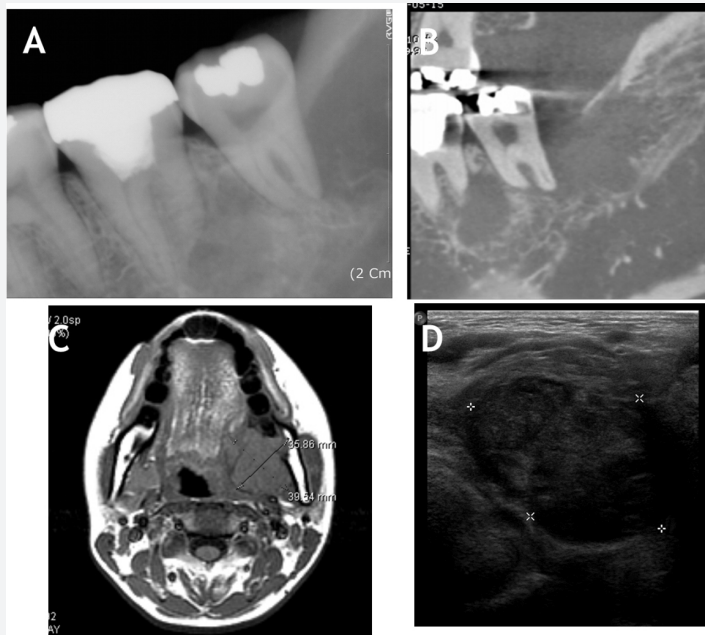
A(구내방사선영상), B(콘빔형전산화단층영상) ; #37,38 치근주위로 경계가 불명료한 방사선 투과상을 보인다. C: T1강조 자기공명영상에서 좌측 악하선부위에서 내측으로 확장되고 하악골을 침습한 된 연조직종괴가 관찰된다. D: 초음파영상에서 주변조직과 경계가 불명료하고 내부에 불균질한 반향을 갖으며 미약한 후방음영을 보인다.
